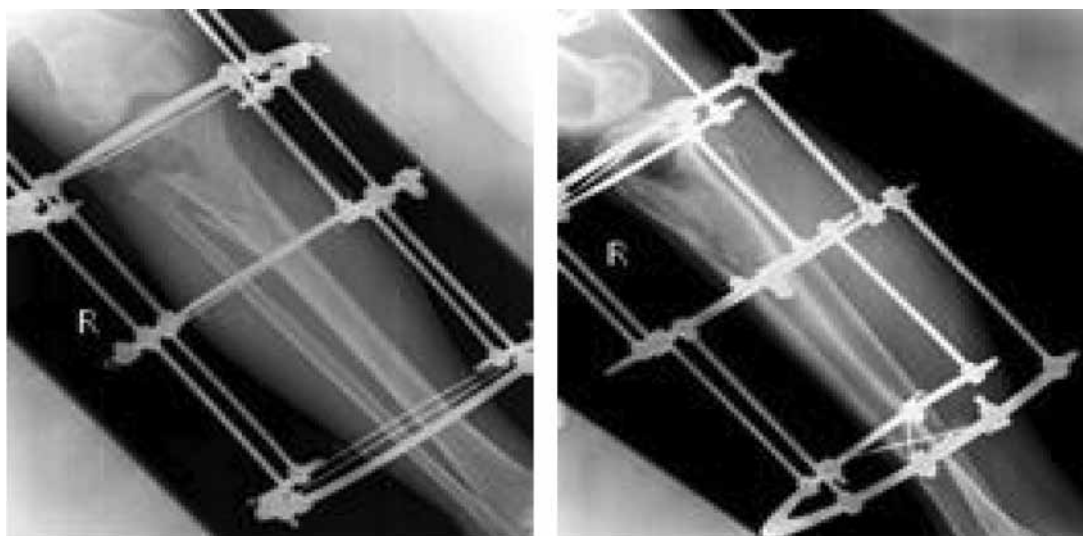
Рентгенограммы после хирургической обработки.
